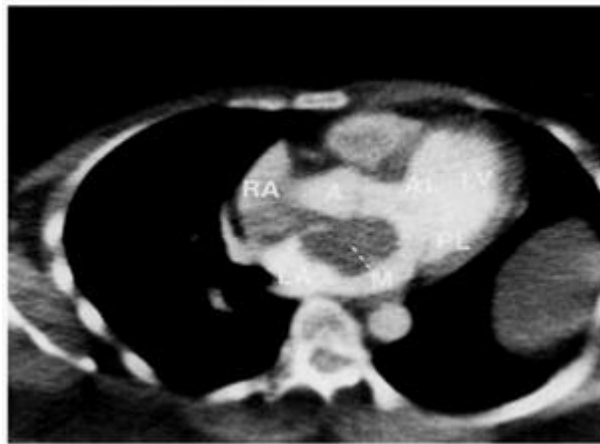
TAC de tórax con contraste.
